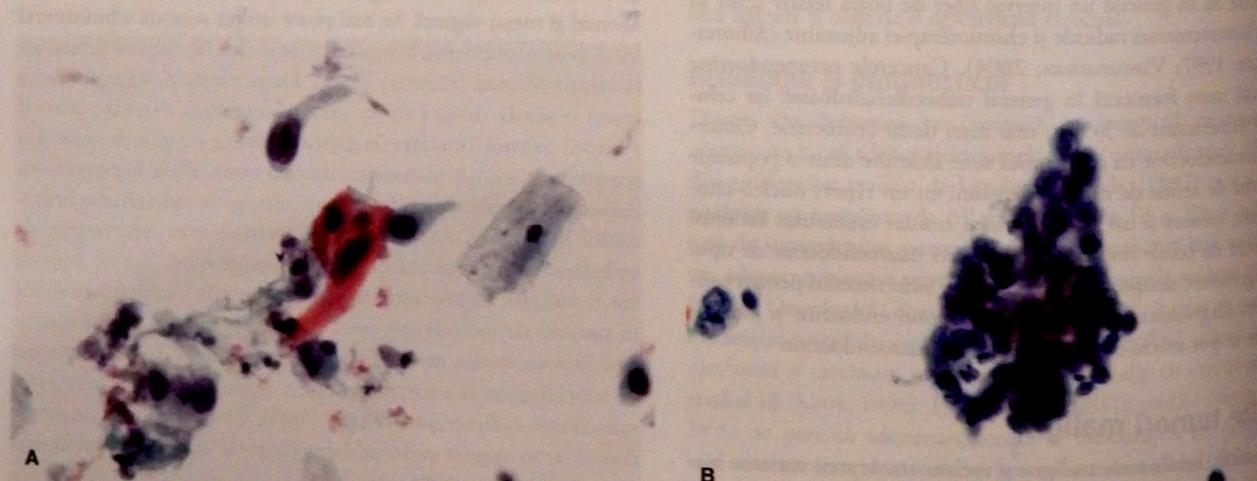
A. Frotiu Papanicolau pozitiv pentru carcinom scuamocelular. Această variantă de scuamocelular prezintă celule tumorale fusiforme și/sau cu keratinizare citoplasmatică, evidențiată de citoplasma colorată intens în portocaliu. B. Frotiu Papanicolau pozitiv pentru adenocarcinom endocervical. Această variantă de carcinom scuamocelular se caracterizează prin pleiomorfism nuclear, anomalii de membrană nucleară și nucleoli proeminenți. Citoplasma poate conține mucină. În practică, diferențierea leziunilor glandulare de cele scuamoase prin examinarea unui frotiu Papanicolau poate fi dificilă. (Imagini oferite de Ann Marie West, MBA, CT [ASCP].)
